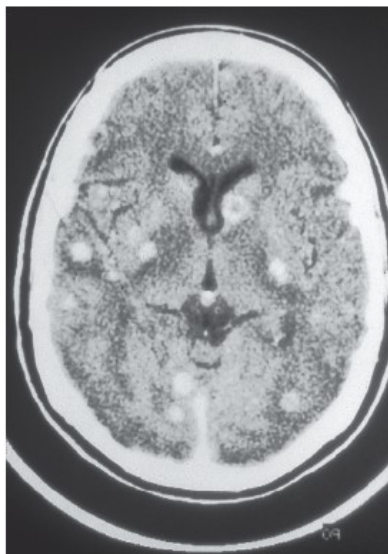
МРТ ГМ, визуализирующая криптококкомы у пациента с генерализованной формой инфекции
